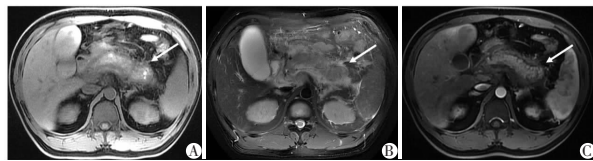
A-C. 男,38岁,2年前发作急性胰腺炎3次,本次发病3 d,为混合坏死型RAP。MRI示胰腺实质和胰周坏死(箭头),伴胰腺实质少许出血。
